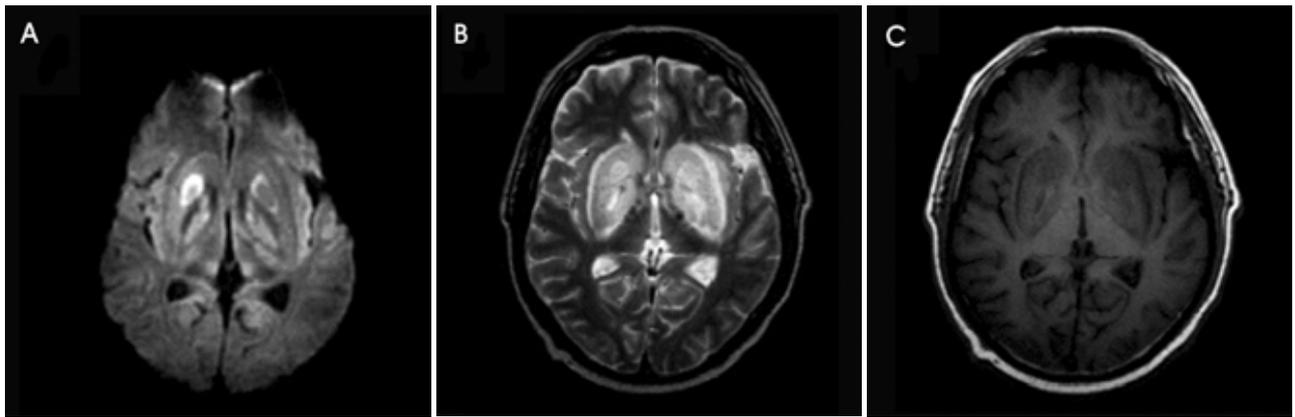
Brain MRI at admission. Axial diffusion-weighted image (A) and T2-weighted image (B) show bilateral, symmetrical high signal intensities at the both lentiform nuclei. Axial T1-weighted image (C) visualizes low signal intensities over the same regions.
